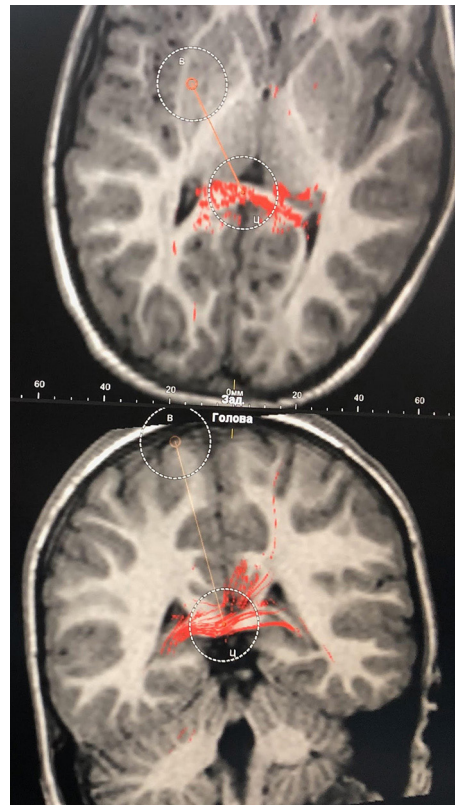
МРТ-трактографія. Стан після передньої кальвотомії 18.03.20. Візуалізуються збережені комісуральні волокна у ділянці валика мозолистого тіла (власне спостереження)
